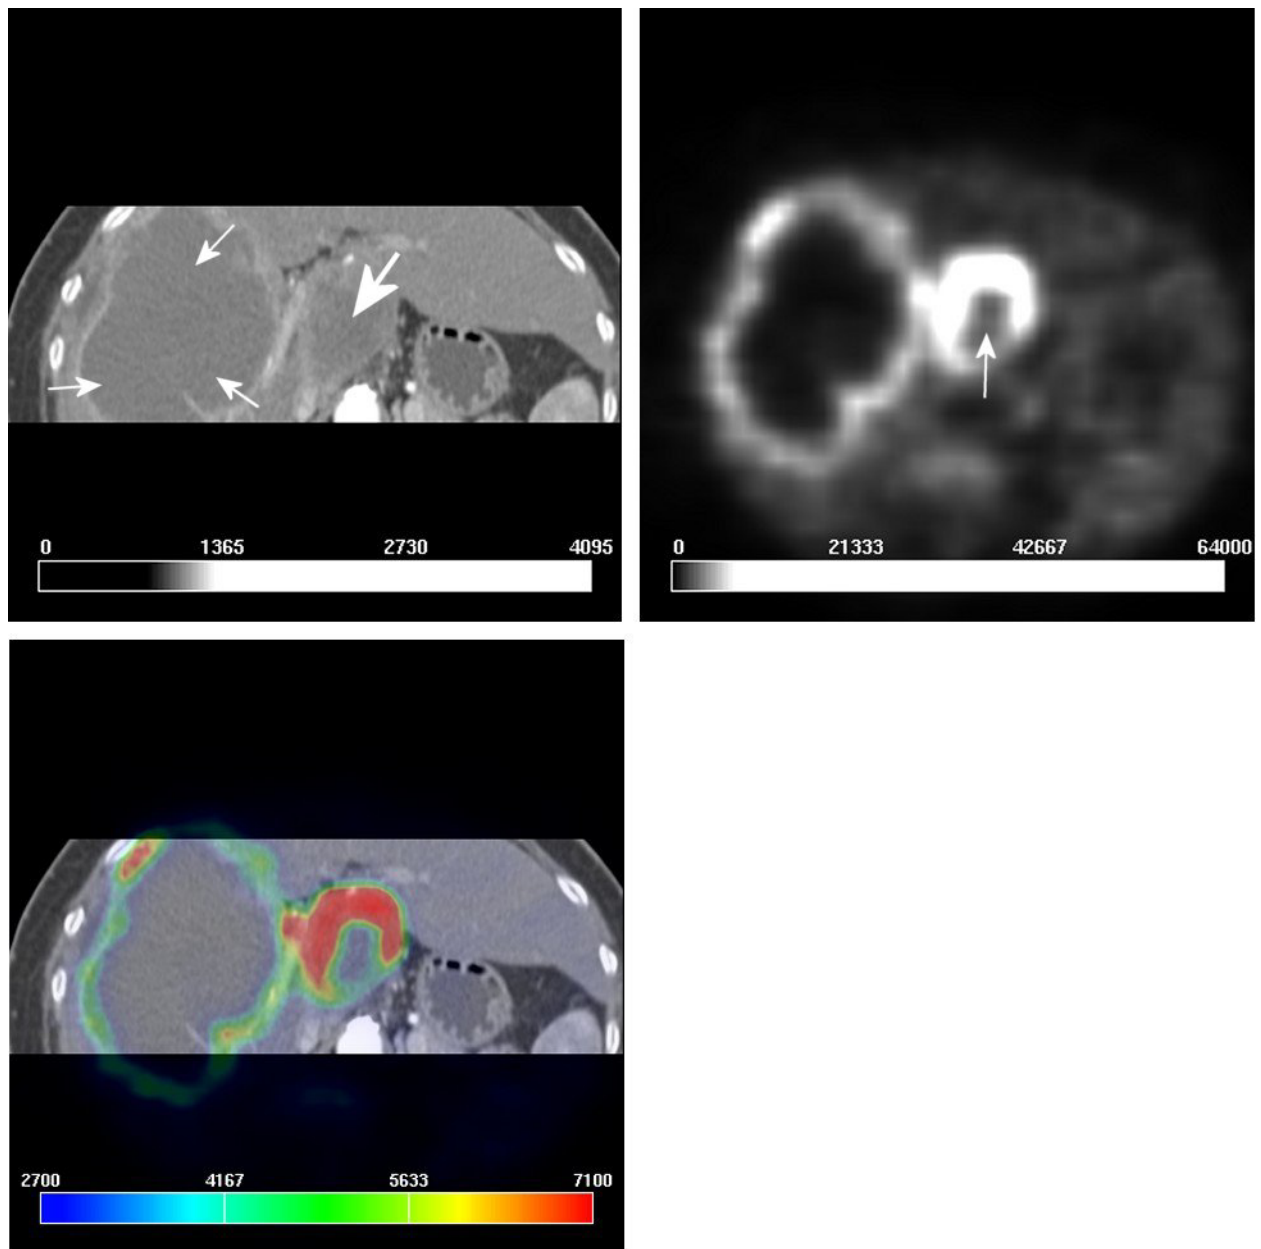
Links oben:* In der kontrastmittelgestützten CT (koronare Reformatierung) kann eine große nekrotische Metastase indentifiziert werden (Pfeile). Der Pankreaskopf erscheint im Gesamten hypovaskulär oder nekrotisch (dicker Pfeil). *Rechts oben:* Die PET zeigt aktives Gewebe an den Grenzen der Lebermetastase (weißer Pfeil). Der Pankreaskopf scheint bis auf eine kleine Nekrose stoffwechselaktiv zu sein (Pfeile). *Links unten:* Die Bildfusion belegt den ventralen Anteil des Pankreaskopfes als am meist geeignetstes Areal für eine Punktion. Zur Punktion der Lebermetastase eignet sich einzig ein hinter der Rippe gelegenes Areal.
